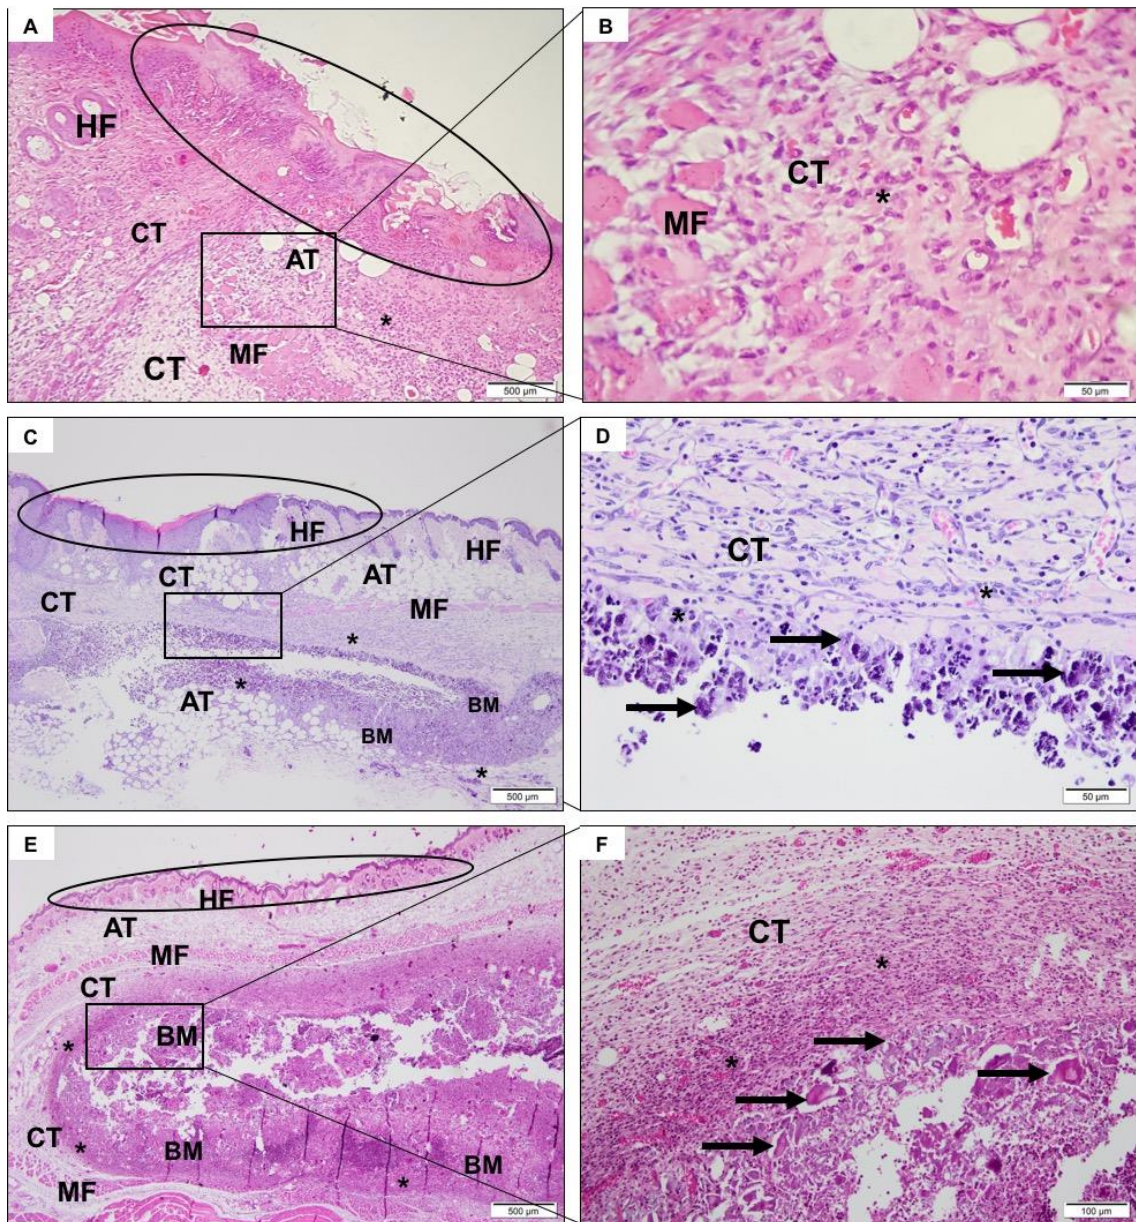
Fotomicrografias representativas da região de implantação dos grupos SHAM (A e B), CHA (C e D) e CHAMetals (E e F) 1 semana após o implante. Círculo (A, C, E): epiderme e derme papilar com folículo piloso (IC), recuperando tecido conjuntivo (TC) com células focais intensas e inflamatórias (*); são observadas fibras musculares (MF) e tecido adipocito (AT). A zona biomaterial (BM), especificamente em C e E. (B), detalha em maior objetivo as fibras musculares desorganizadas (MF) permeadas por tecido conjuntivo (CT) e infiltrado inflamatório (*). (D, F) detalha em maior objetivo, biomaterial particulado (seta) intermediado por tecido conjuntivo (CT) com células mononucleares inflamatórias predominantemente (*). A, C e D, ampliação de 40 x, barra de escala: 500µm; B, D e F, ampliação de 400 x, barra de escala: 50µm. Coloração com hematoxilina e eosina.
